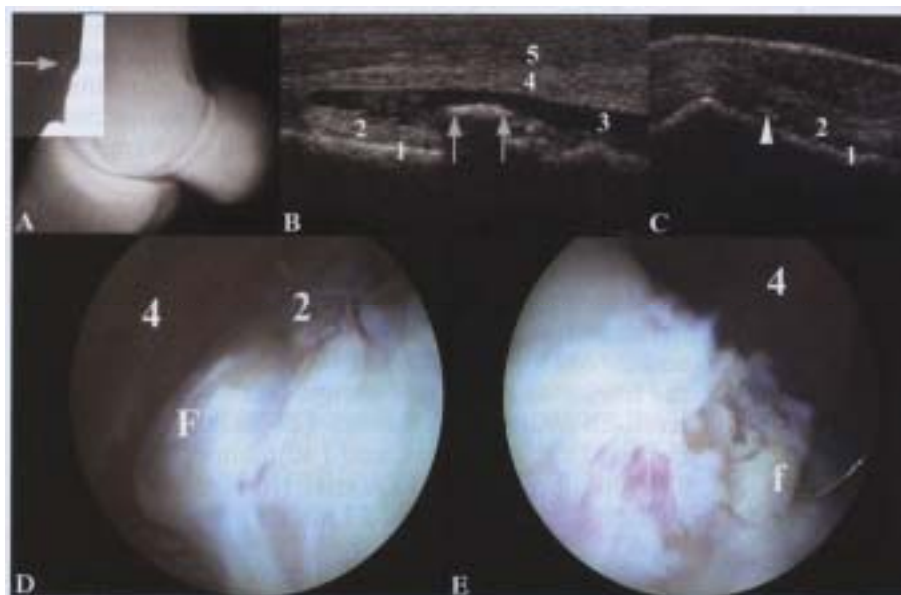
MCP 関節背側の X 線 (A)、超音波 (B、C) および関節鏡 (D、E) の各画像。外内像において、骨片 (A、矢印) が矢状稜近位背側面の背側に確認される。縦断像で骨片は滑膜パッド内側面に位置し (B、矢印)、横断像で X 線像では確認されなかった小骨片が関節内側面に確認された (C、矢頭)。関節鏡下で、大骨片は滑膜パッドに認められ (D)、小骨片はより近位に認められる (E)。1：第三中手骨内側顆、2：滑膜パッド、3：関節液、4：関節包、5：指伸筋腱、F：骨片
